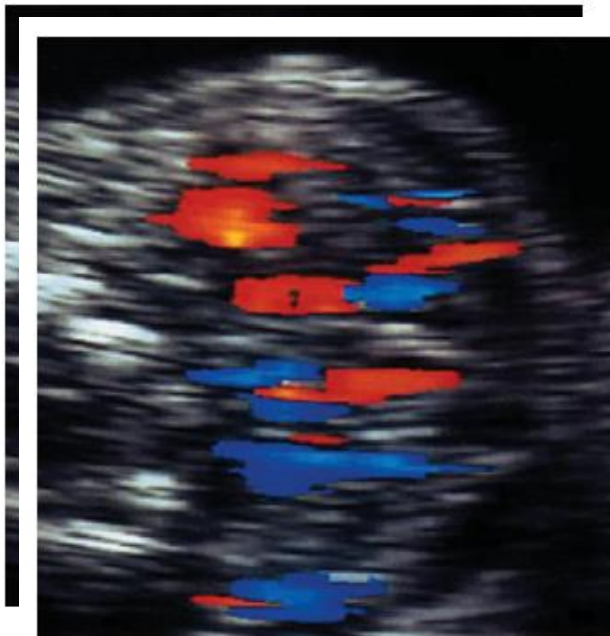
Color Doppler image (transverse view) of fetal neck showing peripheral vascularization of a goiter.
